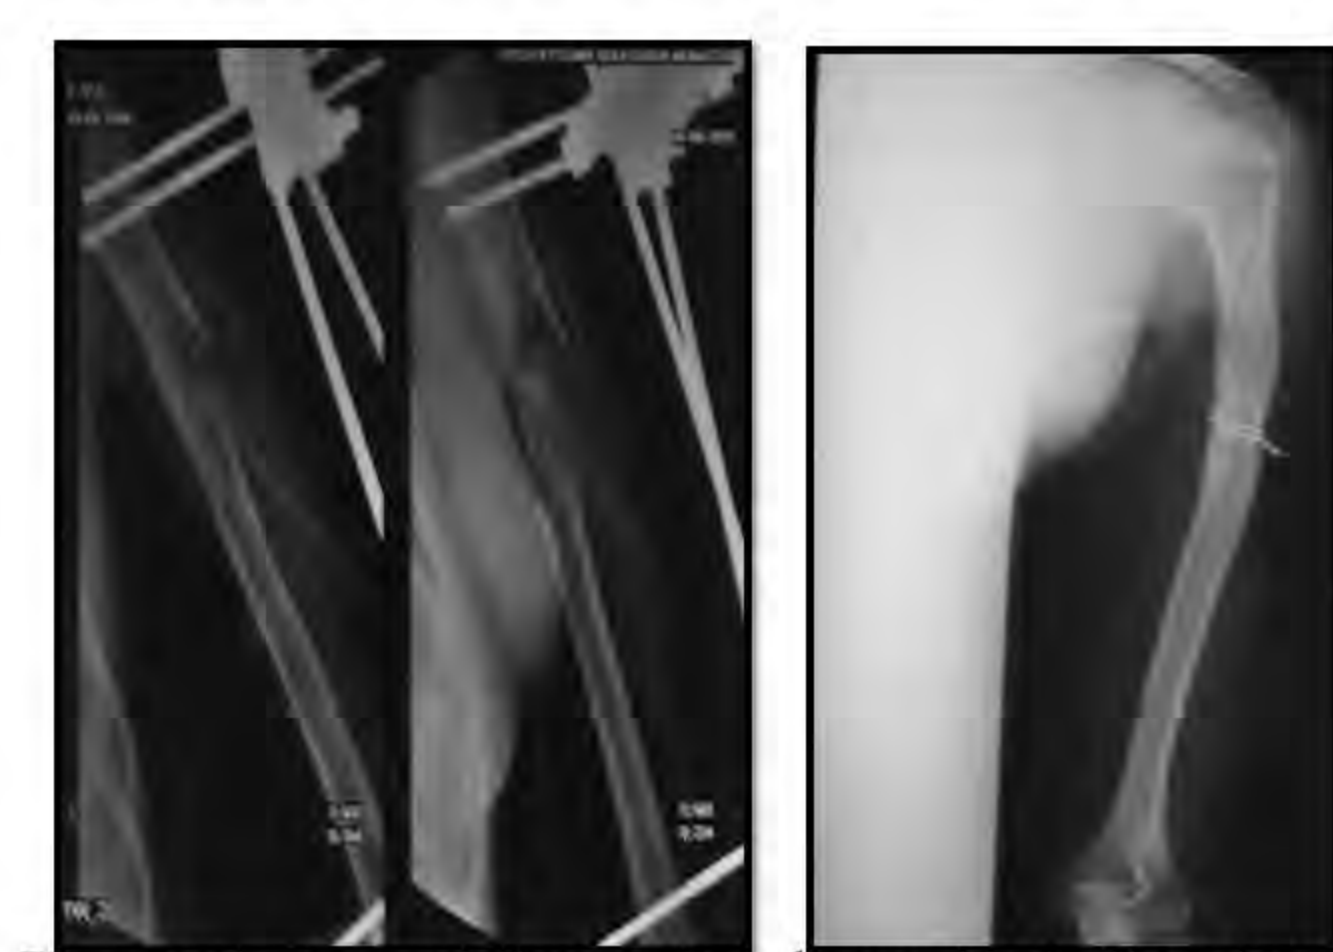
après un recul d'un an, la radiographie de l'humérus a montré une fracture consolidée sans signes de récidence
